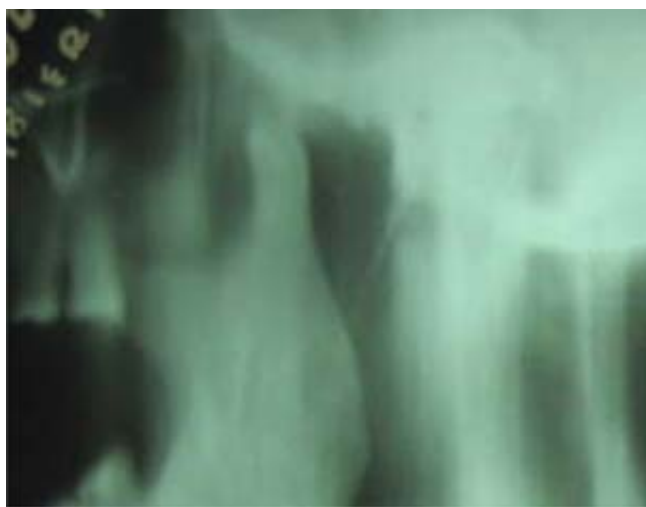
Tomografía lineal de articulación temporomandibular derecha boca abierta observándose hipertranslación condilar.
